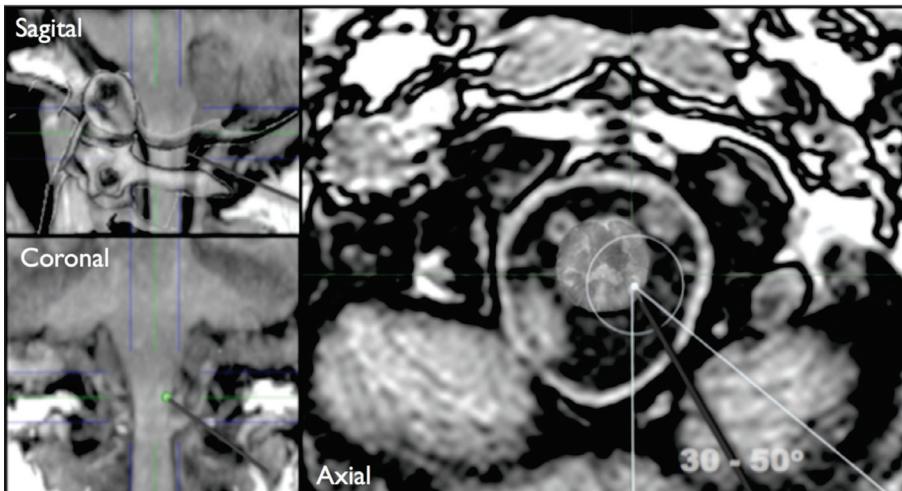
Representación de las imágenes de fusión entre estereotomografía/RMN de columna cervical y tronco cerebral. Figuras histológicas representativas de nucleotomía trigeminal caudal percutánea. Imágenes potenciadas en T1 mostrando un ángulo seguro de trayectoria del electrodo en visión axial, coronal y sagital.
